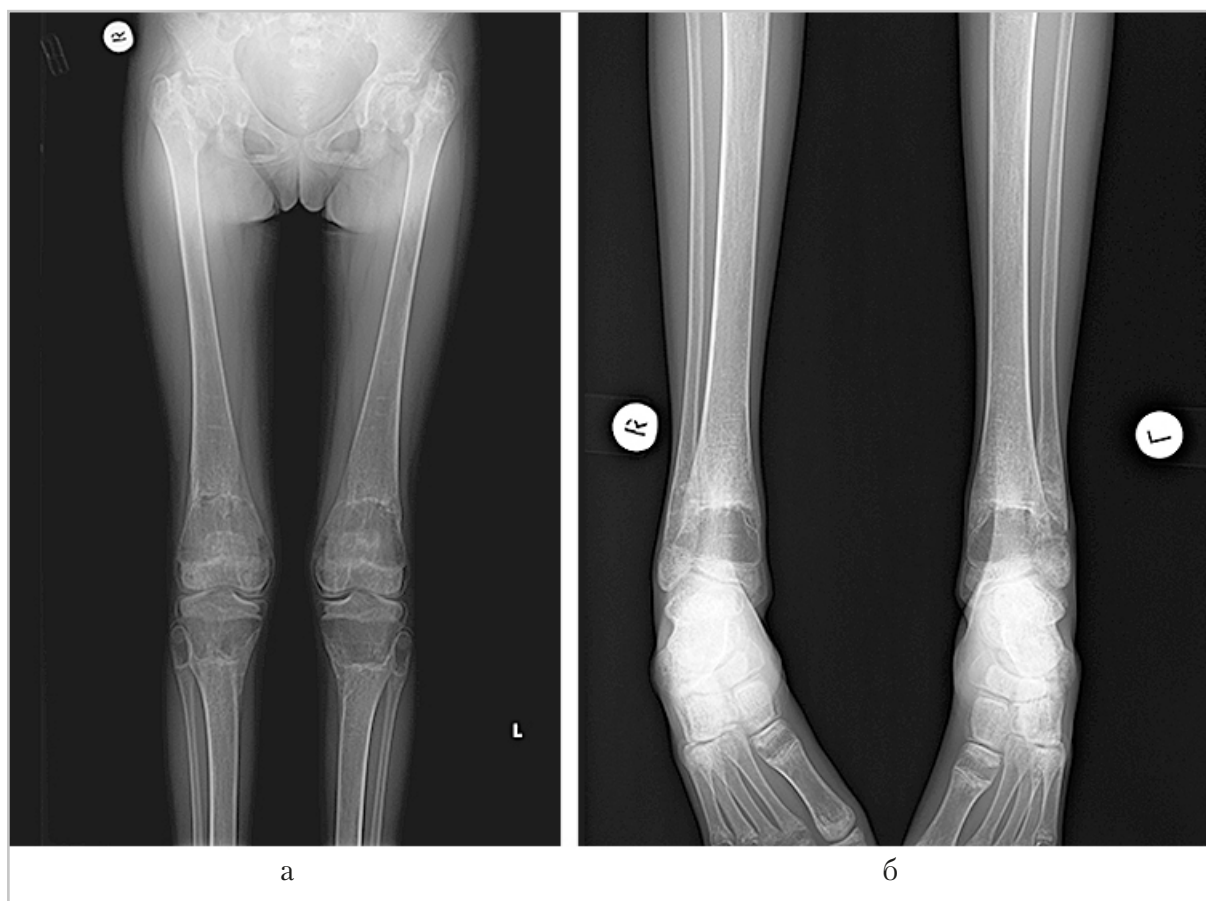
Рентгенограммы нижних конечностей на протяжении: *а, б* — диффузный остеопороз, зона резорбции шеек бедренных костей с формированием ложных суставов и соха вага с двух сторон. Билатеральное кистоподобное изменение структуры метафизов бедренных, большеберцовых и малоберцовых костей на фоне регионарного остеопороза
